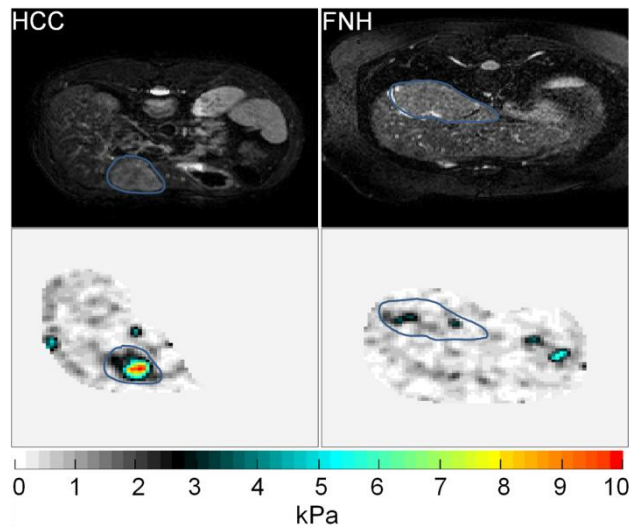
typical MR images for a case of hepatocellular carcinoma (left) and a focal nodular hyperplasia. Top row: reference anatomical images. Bottom row: corresponding  $G_I$  maps (color scale in kPa). The position of the lesion is outlined on both images.
